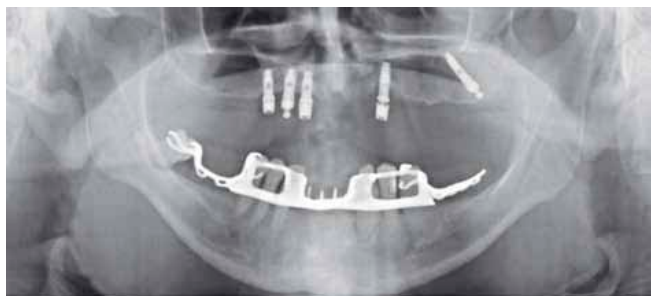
Radiografía en el momento de la intervención para la retirada del implante (vemos la migración del implante dentro del seno maxilar).
